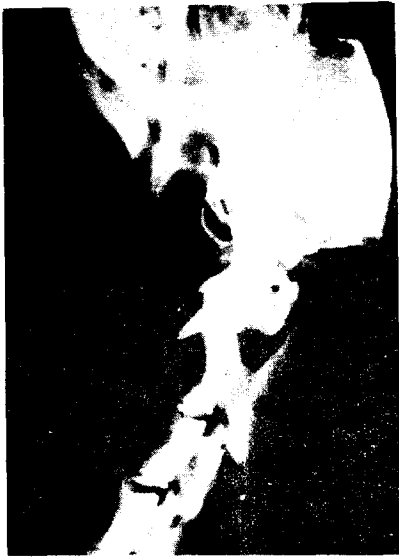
Photograph of pre-op. roentgenogram showing the distance (3cm) between mandibular angle and hyoid body. (13kg/6cm resection/1500g. tension)
